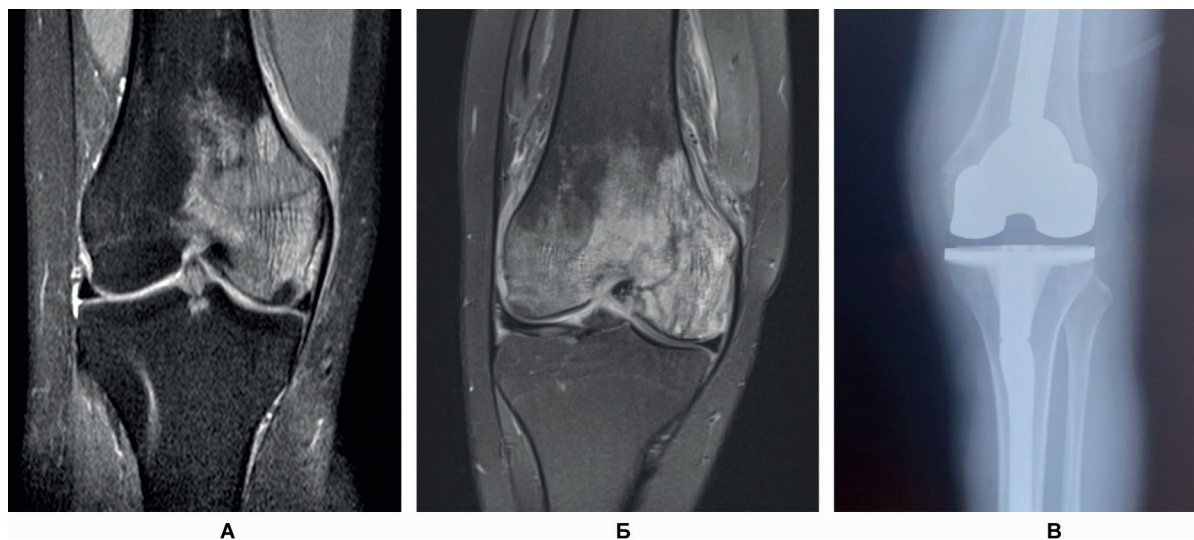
СКТ левого коленного сустава у пациентки А. Диагноз: асептический некроз медиального мыщелка левой бедренной кости: 06.10.2021 г. (А), 25.11.2021 г. (Б), эндопротез левого коленного сустава (В).
